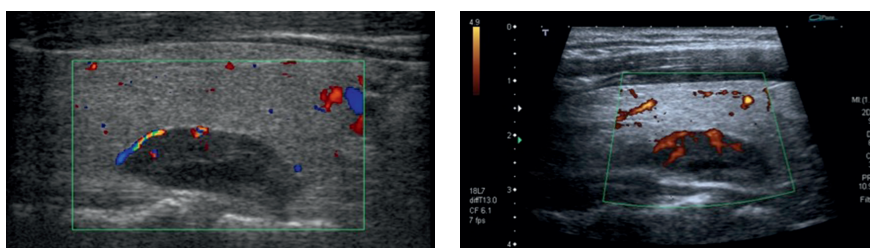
Color and power Doppler: characteristic vessels peripherally branching into the lesion. Owing to the courtesy of Prof. Iwona Sudot-Szopińska MD, PhD, Katarzyna Dobruch-Sobczak MD, PhD., Rafał Słapa MD, PhD
